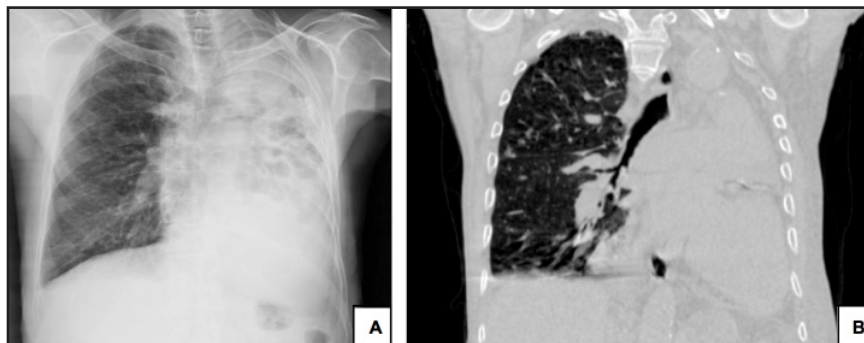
A. Radiografía de tórax en proyección P-A. Evidencia radiopacidad difusa heterogénea del hemitórax izquierdo asociada pérdida de volumen ipsilateral. B. Proyección coronal de TC de alta resolución en ventana para pulmón que evidencia pérdida de volumen del pulmón izquierdo con consolidación y bronquiectasias varicosas.
